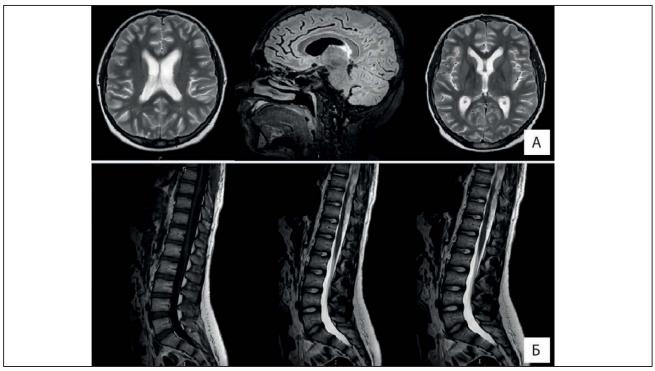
Пацієнт Д., віком 14 років. МРТ головного мозку (A) та всіх відділів хребта (Б) з контрастуванням. Стан після оперативного видалення інтрадурального утвору на рівні Th6, усунення фіксації спинного мозку, дренування арахноїдальних кіст у задніх відділах дурального мішка. МРТ-ознаки злукового процесу в оболонках спинного мозку та дуральному мішку на рівні C4-Th12, з огляду на дані клініки та анамнезу, як наслідок хронічного арахноїдиту, імовірно, спровокованого нейрошкірним процесом (меланозом оболонок у рамках Congenital giant pigmented hair nevus), з розвитком внутрішньої гідроцефалії та енцефалопатії (T1- і T2-зважені зображення)
